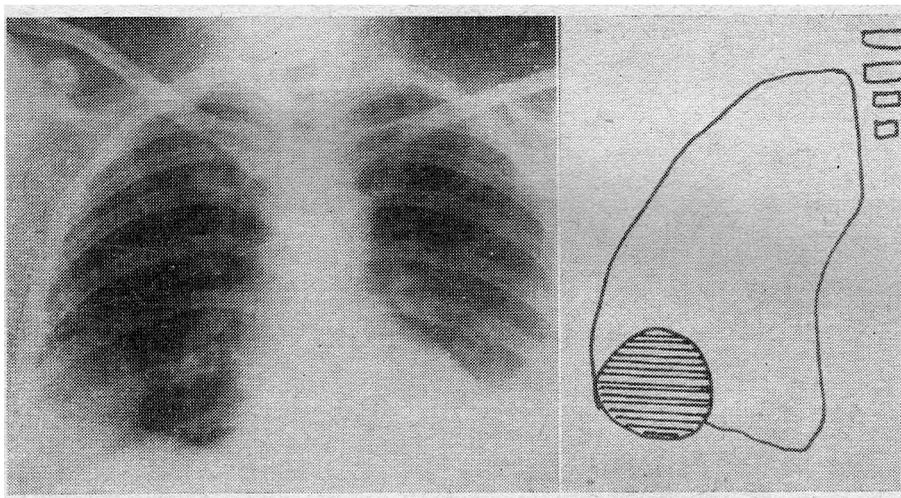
Radiografía postoperatoria. Gruesa sombra redondeada en lóbulo inferior derecho.
